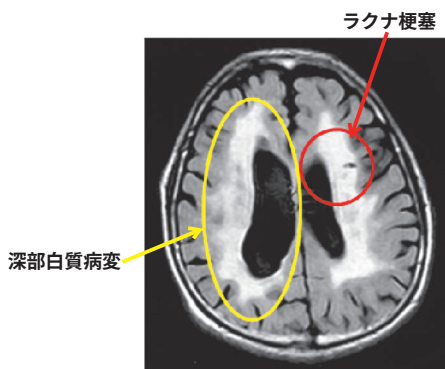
Binswanger 病の MRI (FLAIR 画像)
